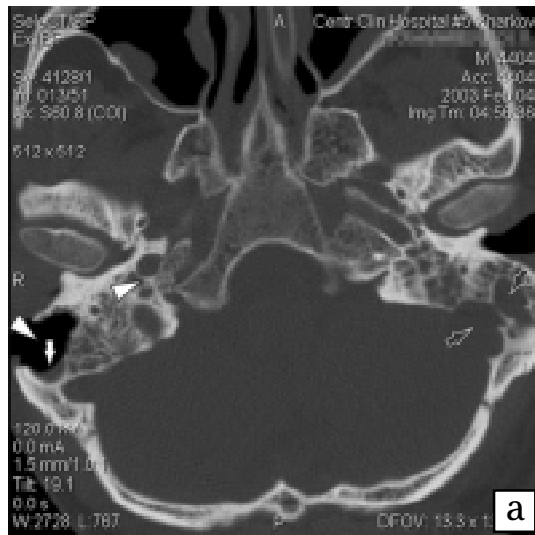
(а-г) — Комп'ютерна томограма скроневих кісток хворого С. 53 р.
